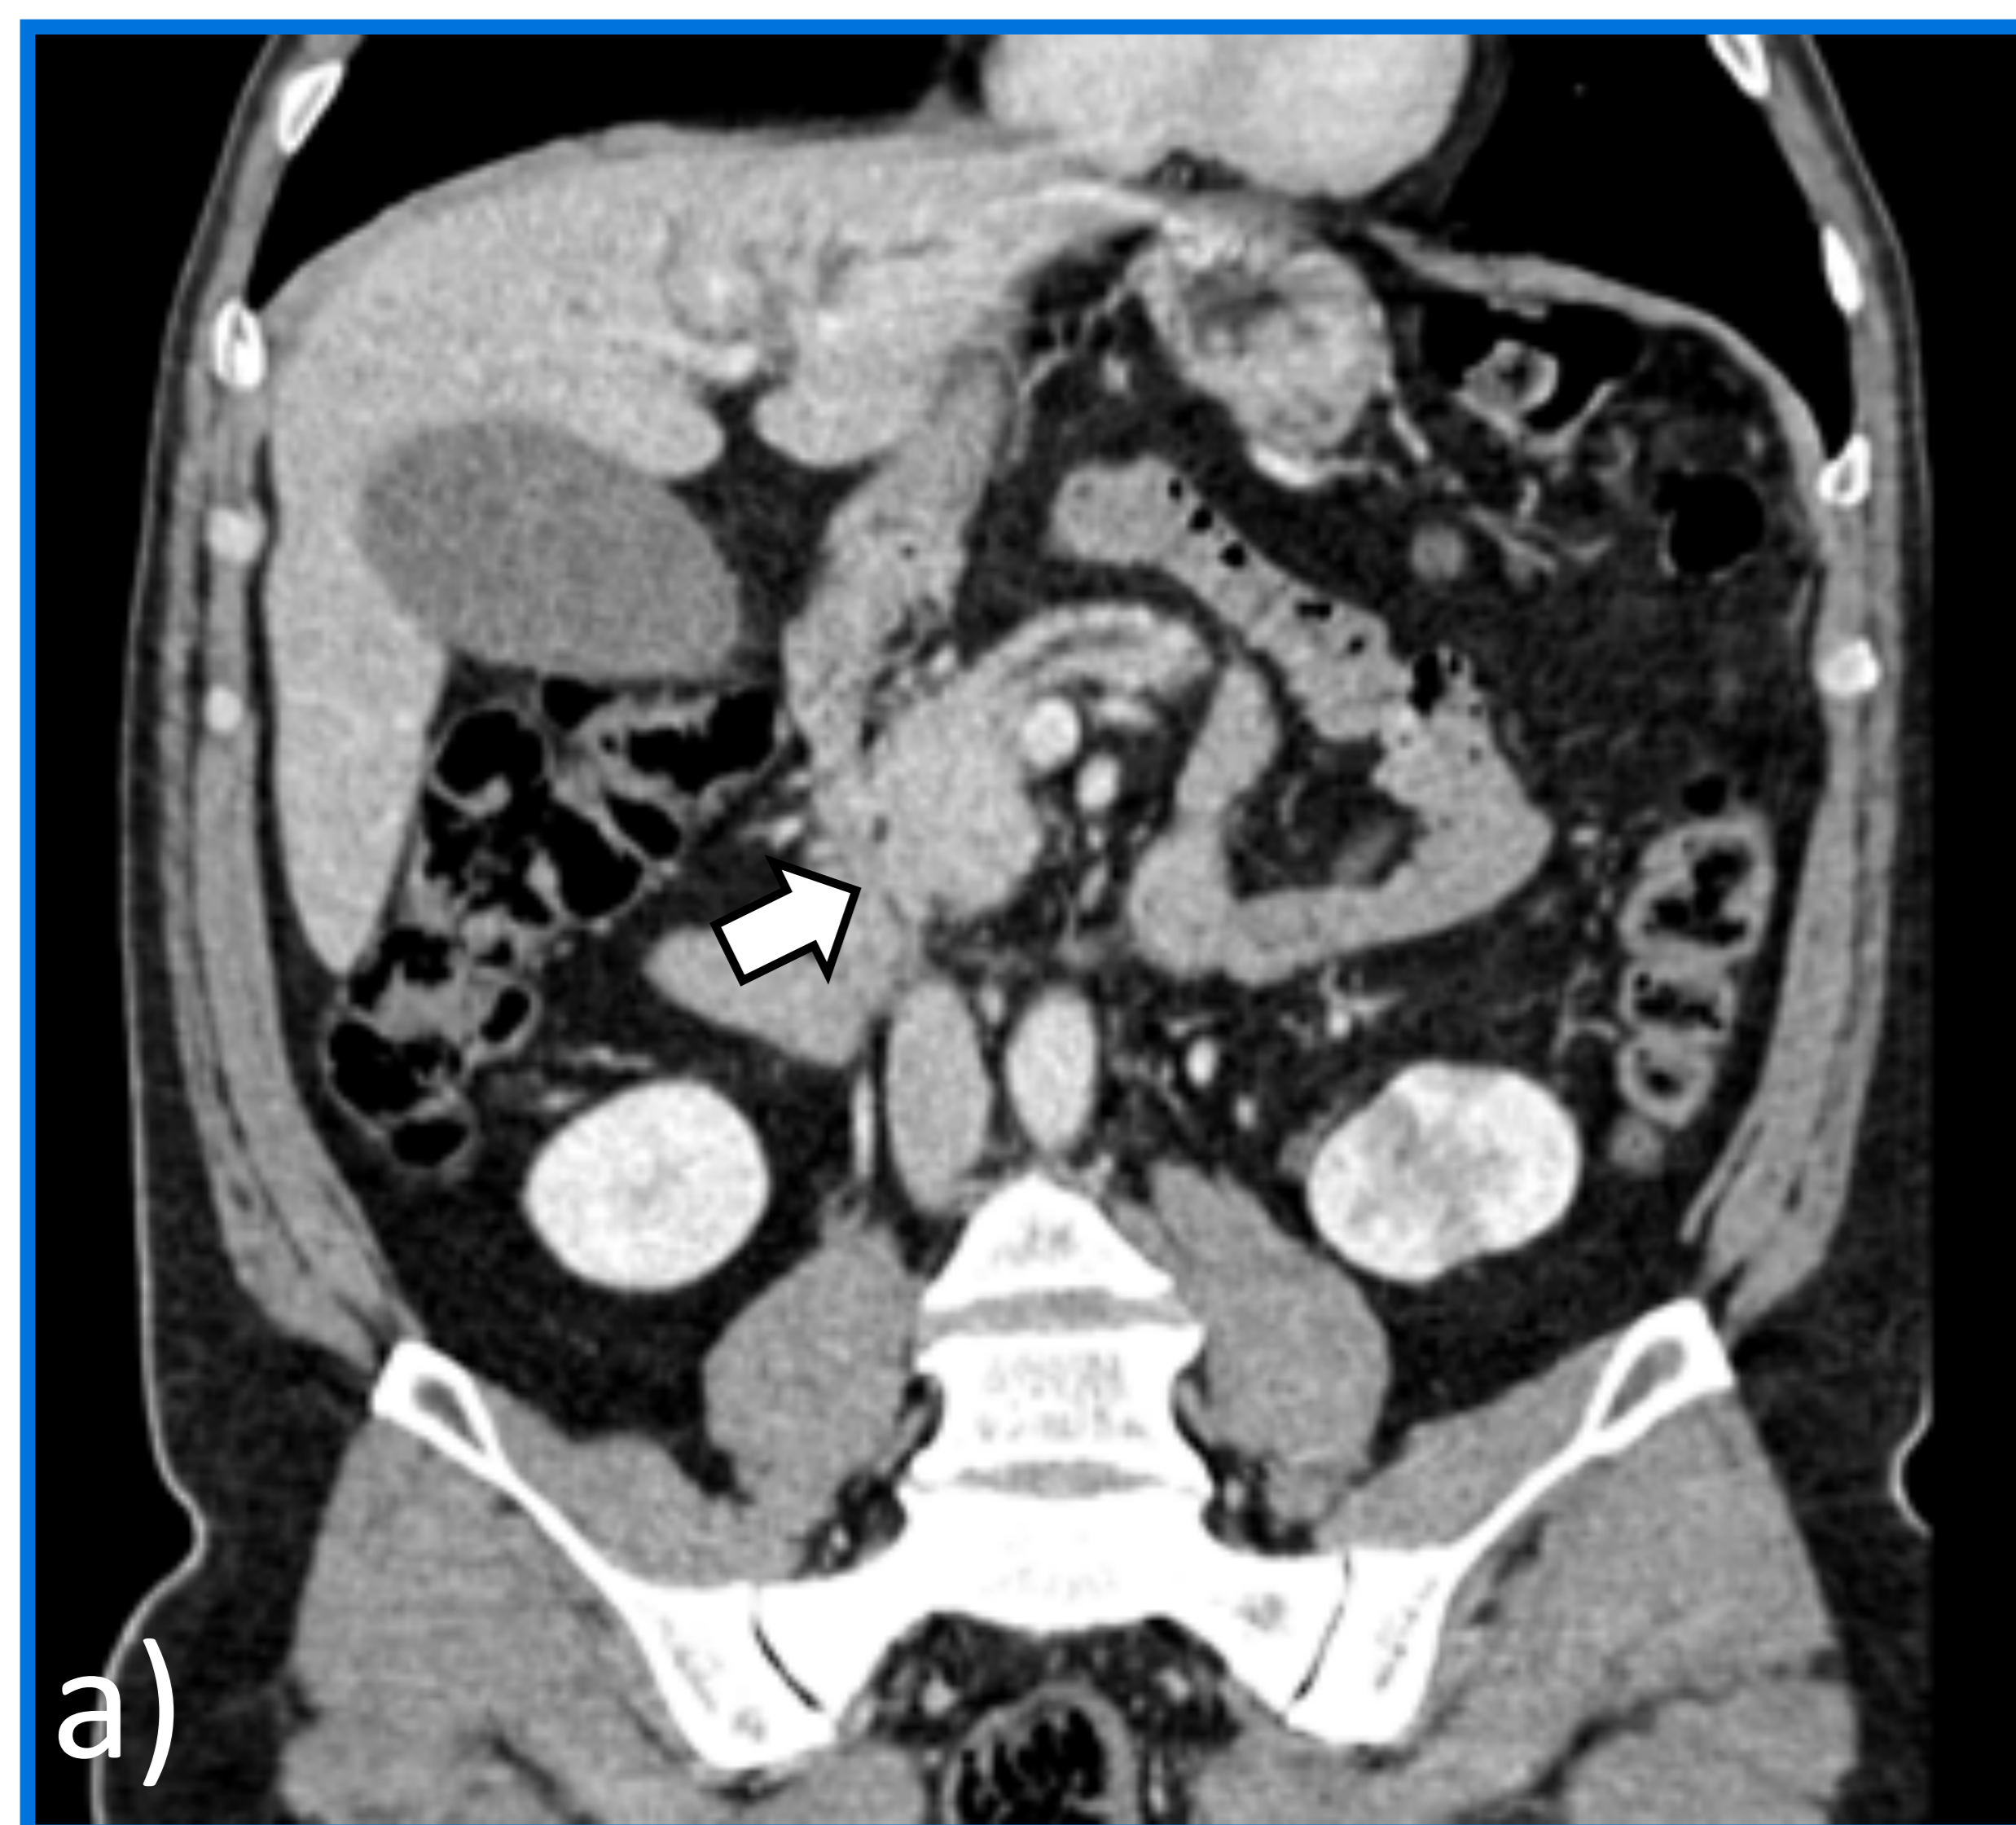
Varón de 61 años intervenido por sospecha de cáncer de páncreas (mismo paciente visto en la Fig. 2) con diagnóstico AP de PLPE (PAI tipo 1). En estudio PET-TC posterior, se demostró afectación de otros órganos con captación patológica de adenopatías mediastínicas y glándulas submaxilares. En primer estudio TC de abdomen (b, axial), con reconstrucciones coronales y sagitales (a y c), se identifica un efecto de masa en cabeza pancreática que condiciona dilatación de la vía biliar y pancreática, sin definir clara lesión. Fue inicialmente sugestivo de cáncer de páncreas, si bien finalmente consistió en una forma focal de PAI tipo 1, con presentación indeterminada/atípica.
